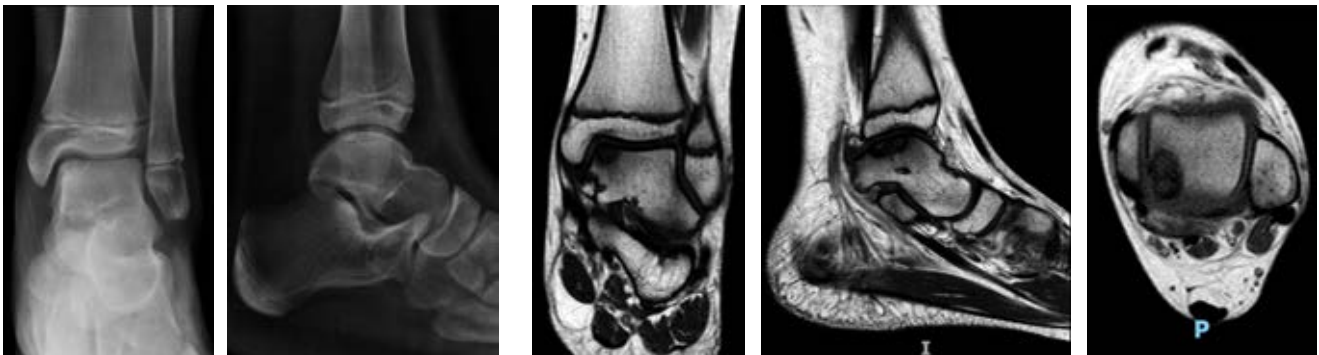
Anteroposterior and lateral radiographs, and magnetic resonance imaging (MRI) showing a stable posteromedial OLT.
